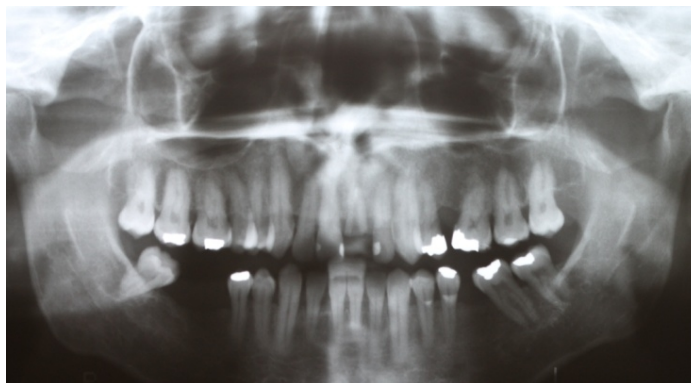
Radiografia Panorâmica inicial.
